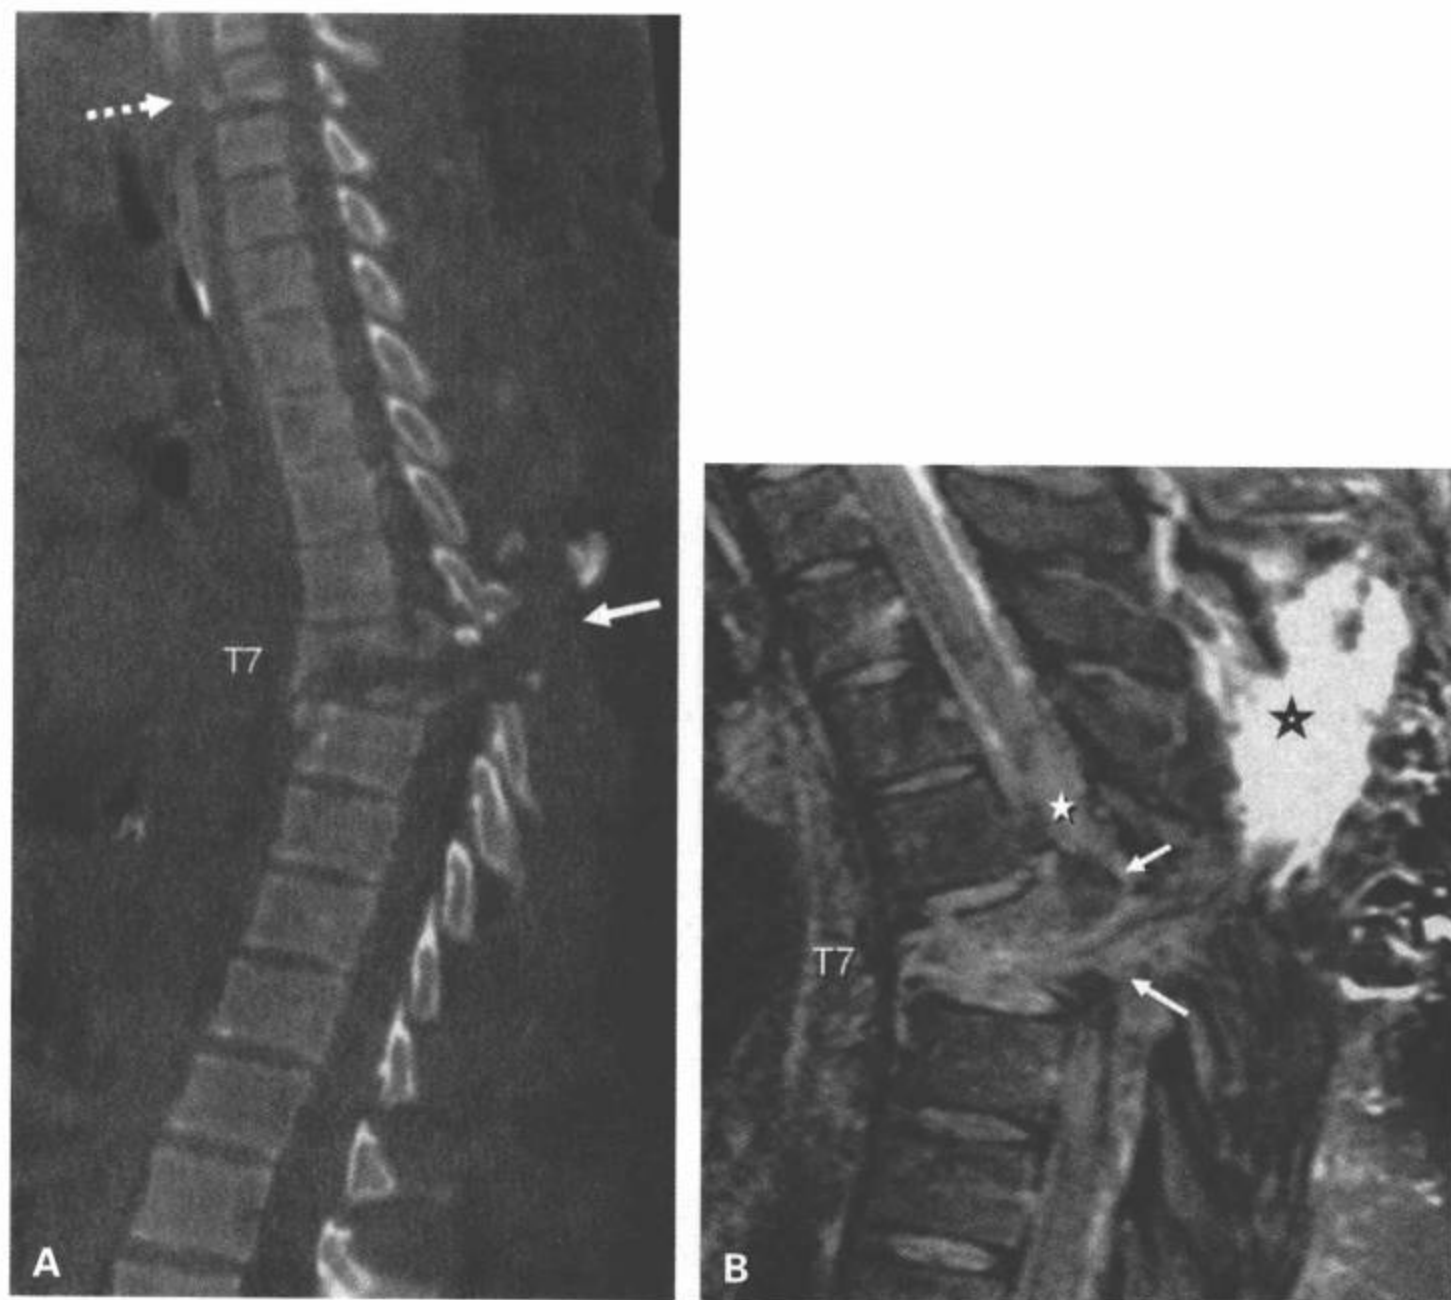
高速汽车事故导致T7骨折脱位。A: CT多平面重组正中矢状面图像显示T7椎体严重粉碎性骨折,多发后移的骨碎片使椎管消失,后纵韧带复合体完全断裂(箭)导致急性成角。C6有不连续骨折(点箭)。B: 矢状面T2加权脂肪抑制MRI显示发生于这个水平的软组织损伤的范围。T7后移的皮质碎片已经使整个椎管消失(白箭)。后韧带复合体全部断裂(黑星)。胸髓变形而且水肿(白星)。
